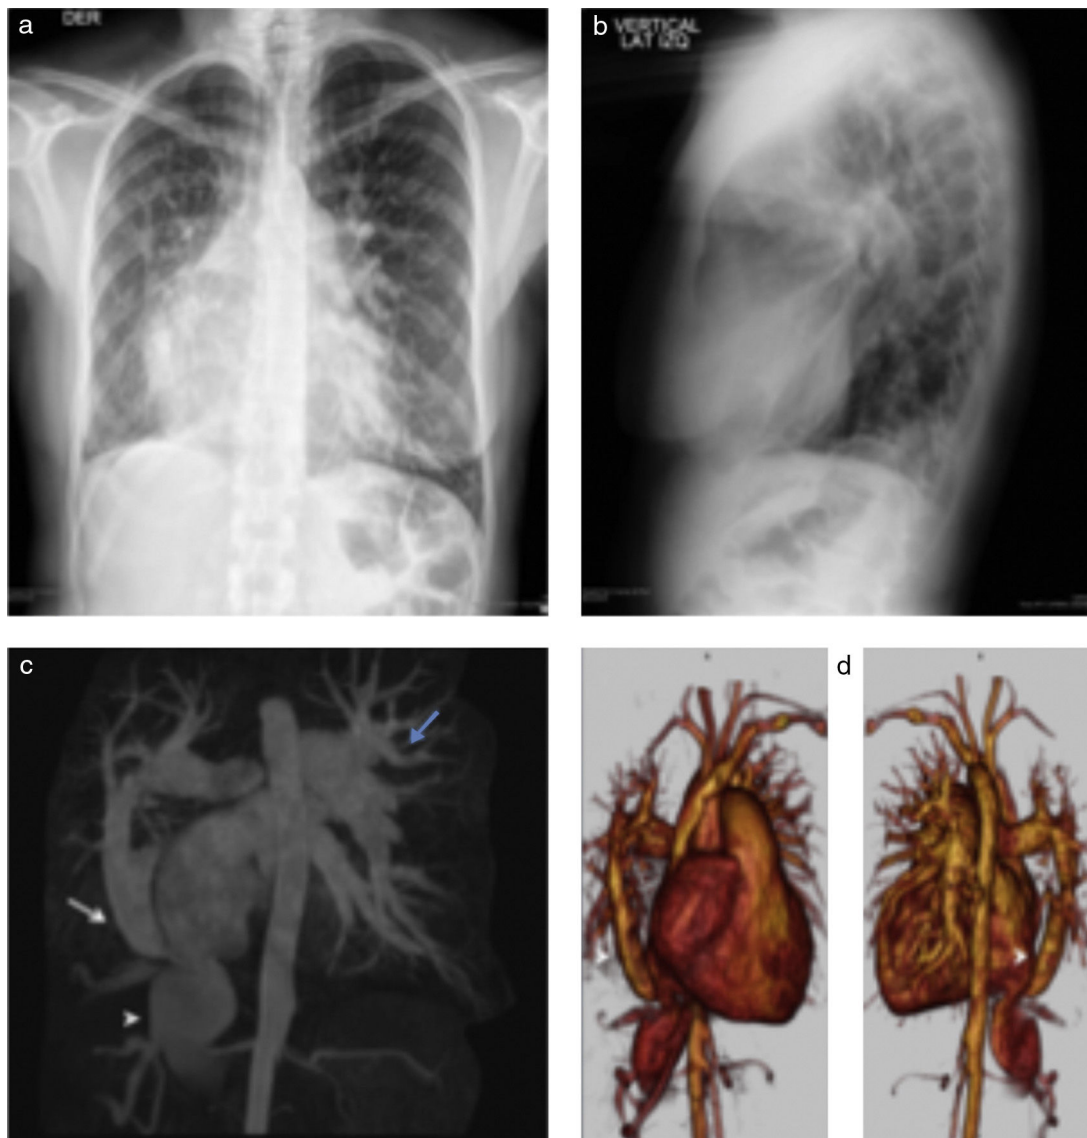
Radiografía de tórax postero-anterior (a) y lateral izquierda (b). Se observa en la imagen (a) cardiomegalia a expensas de las cavidades derechas, leve dextroposición del corazón, aumento de la trama vascular, prominencia del hilio pulmonar izquierdo y leve disminución del tamaño del hemitórax derecho. (b) obliteración del espacio retroesternal secundaria aumento de tamaño de las cavidades derechas. (c) Reconstrucción en máxima intensidad de angiografía en resonador de 1.5 T. Se evidencia confluencia de las venas pulmonares derechas en colector que drena a la vena cava inferior intratorácica (flecha blanca), dilatación de las arterias pulmonares (flecha azul) así como de la vena cava inferior y venas hepáticas (cabeza de flecha). (d) Reconstrucciones 3 D del corazón, cayado aórtico y vasculatura pulmonar donde se aprecia drenaje anómalo parcial de las venas pulmonares derechas a la vena cava inferior que configura la "cimitarra" (cabeza de flecha).
